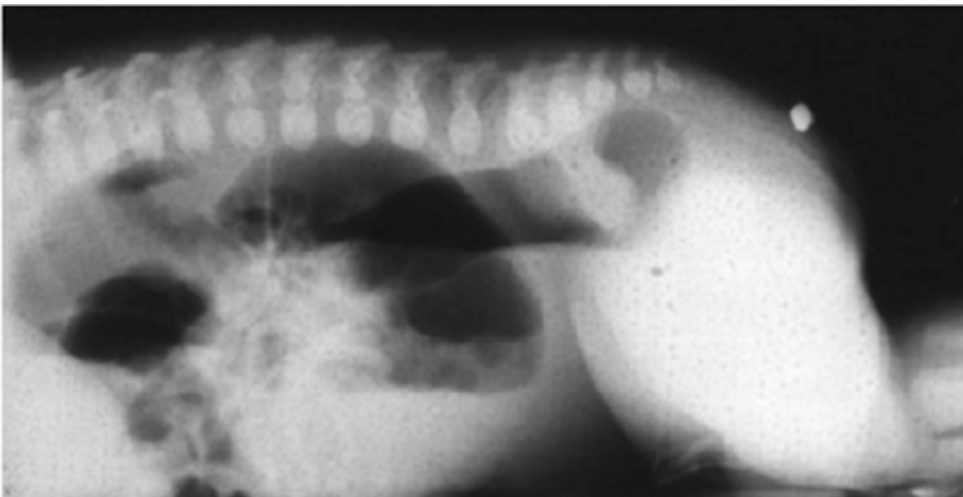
Radiographie thoraco-abdominale en procubitus : cul-de-sac rectal. [14]
